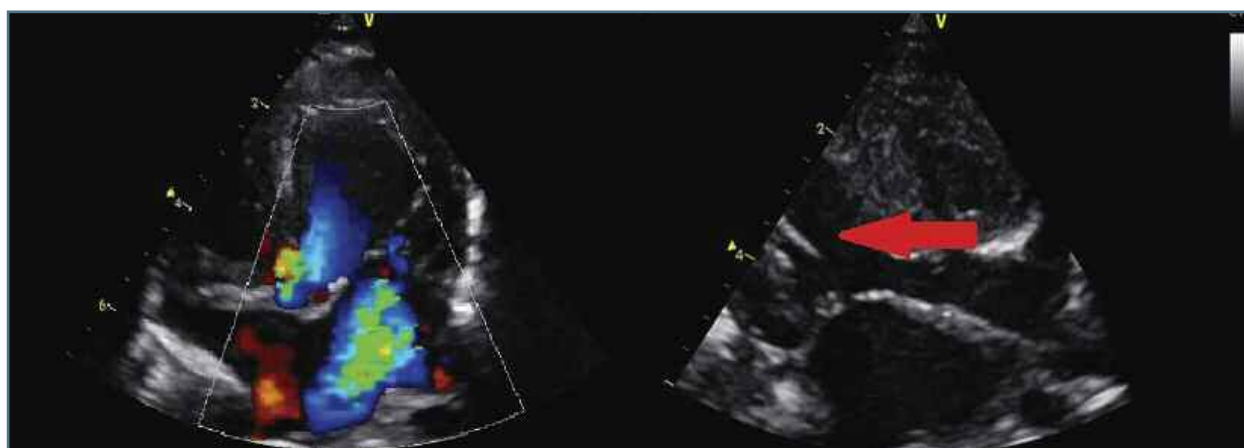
Ecocardiograma após valvuloplastia aórtica: Regurgitação mitral grave por dilatação do anel e músculos papilares ecogénicos (seta vermelha)
